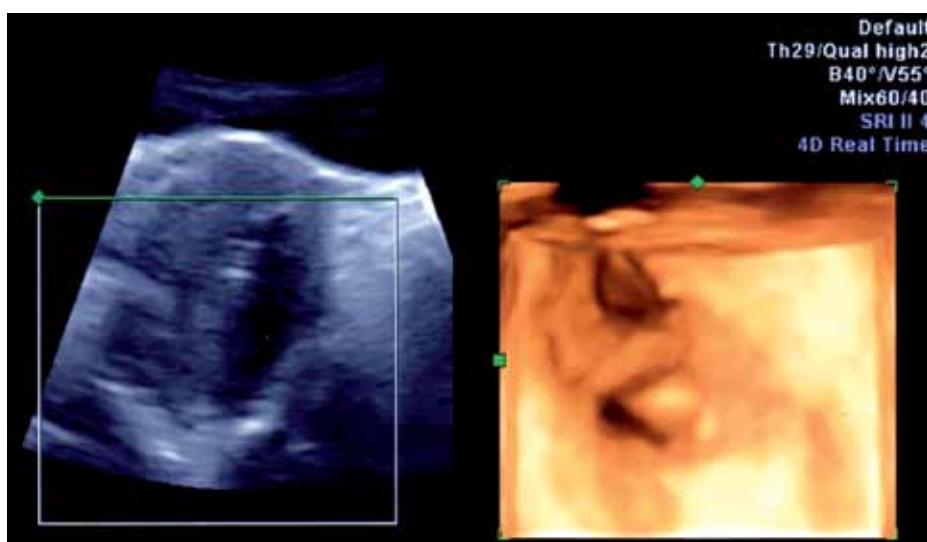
An image compatible with two separate fragments of an IUD or two separate complete IUDs in three-dimensional ultrasound examinations.
